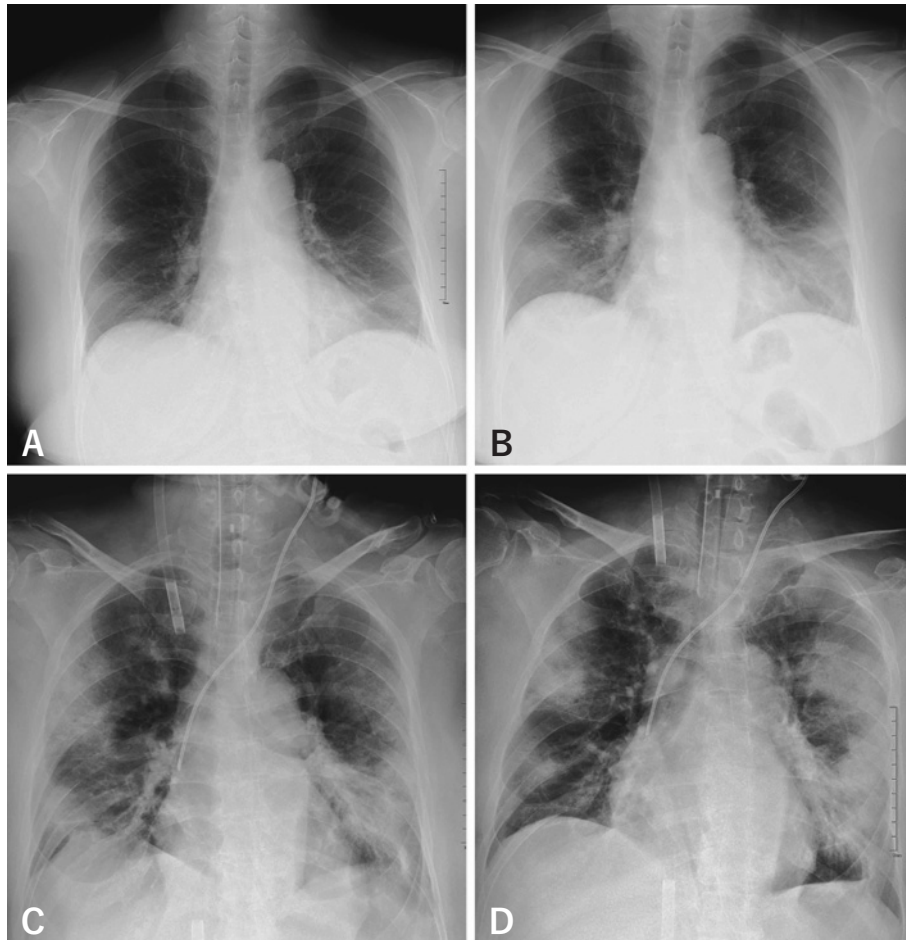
Sequential changes on the chest x-ray
